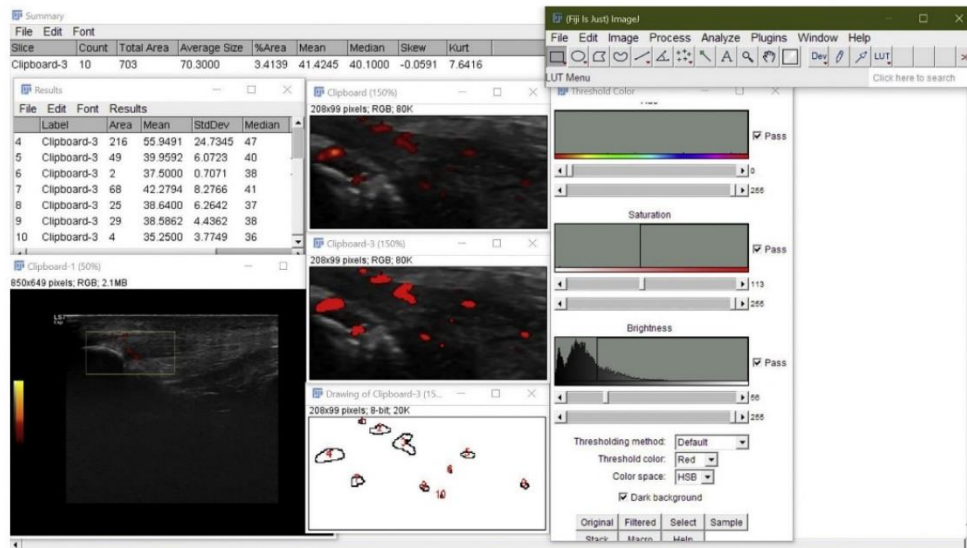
Doppler quantification. Doppler ultrasound quantification by image analysis. The image was segmented, and the number and size of Doppler signals were determined.
